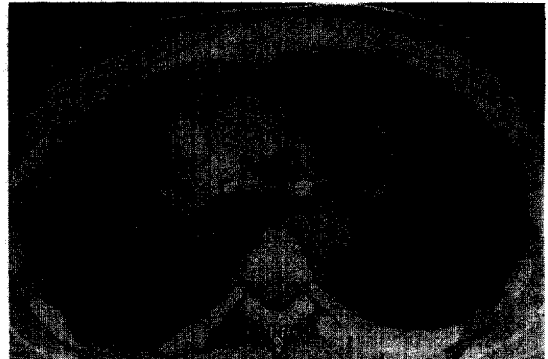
Chest CT, eight months later. Multiple conglomerated mediastinal lymph nodes were shrunk and calcified compared with those of previous chest CT scan. Diffuse ground glass opacity was seen at both lung fields.
